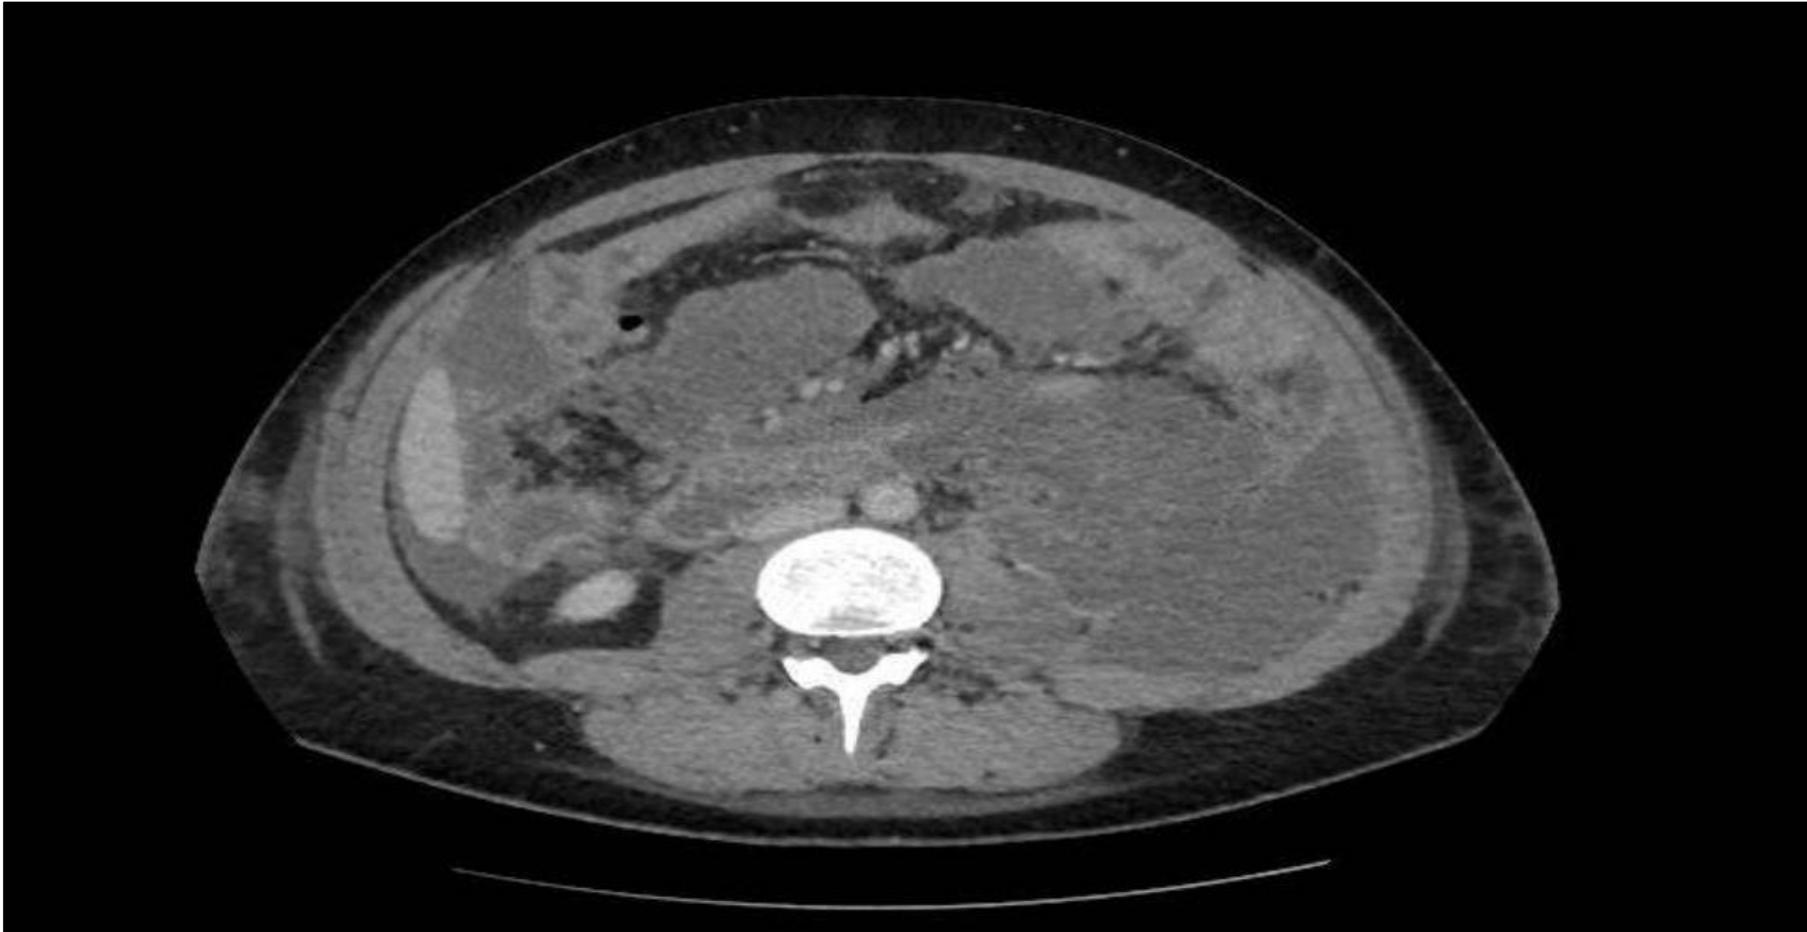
Tomografía Axial Computarizada abdominal con contraste.
